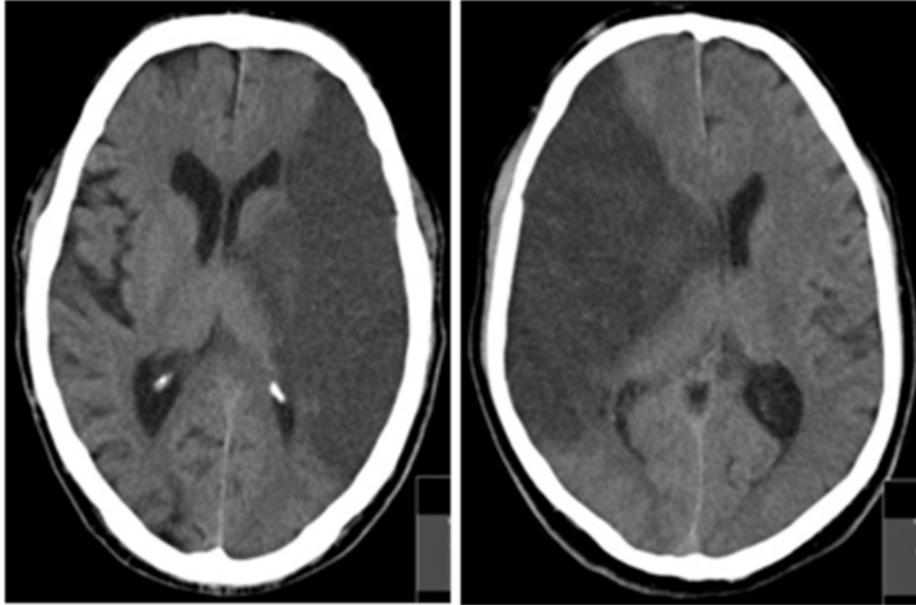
TAC de un infarto en la arteria cerebral media izquierda.
